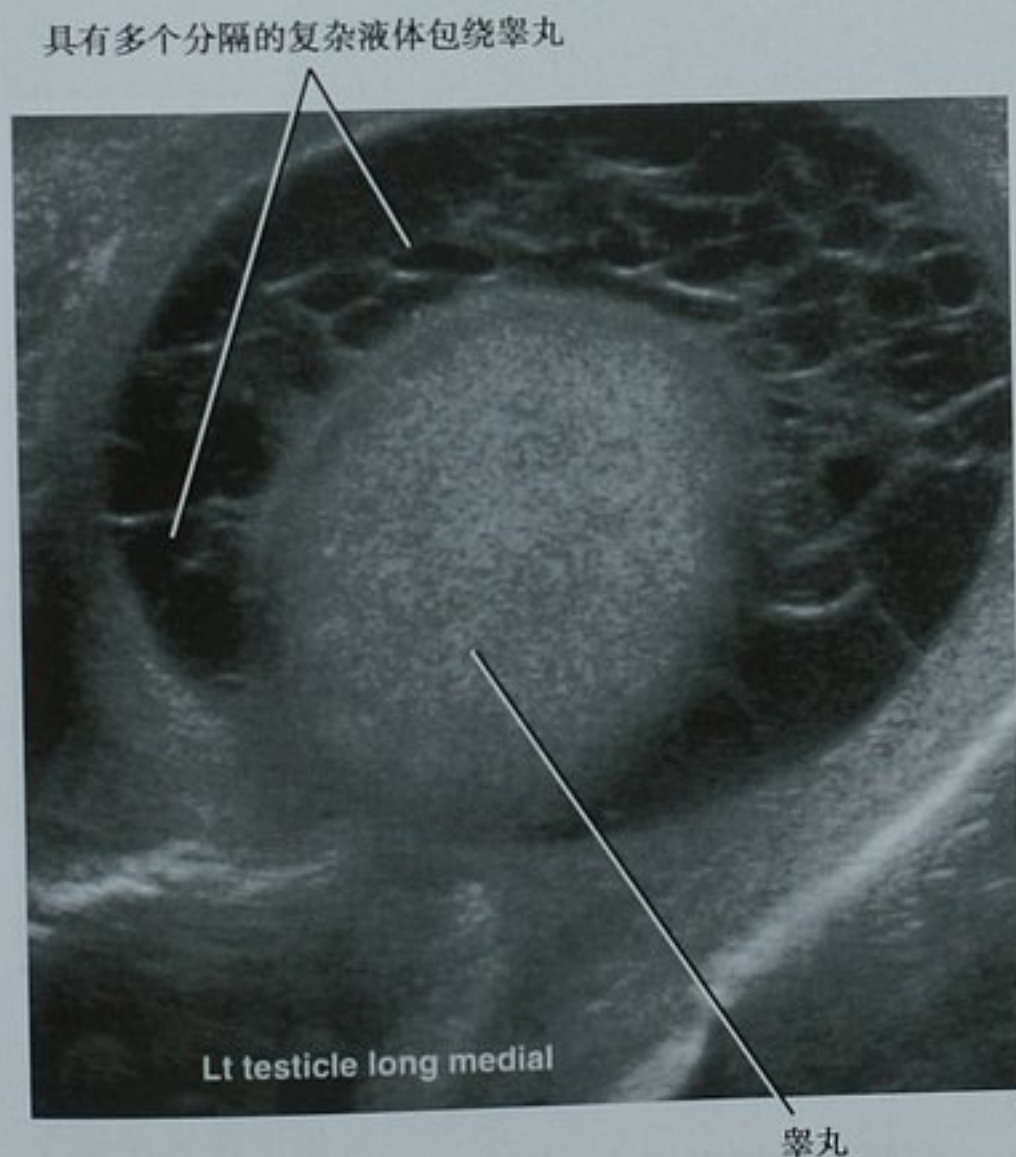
阴囊肿胀与疼痛后 1 周行超声检查提示脓肿,患者随后行手术清除
